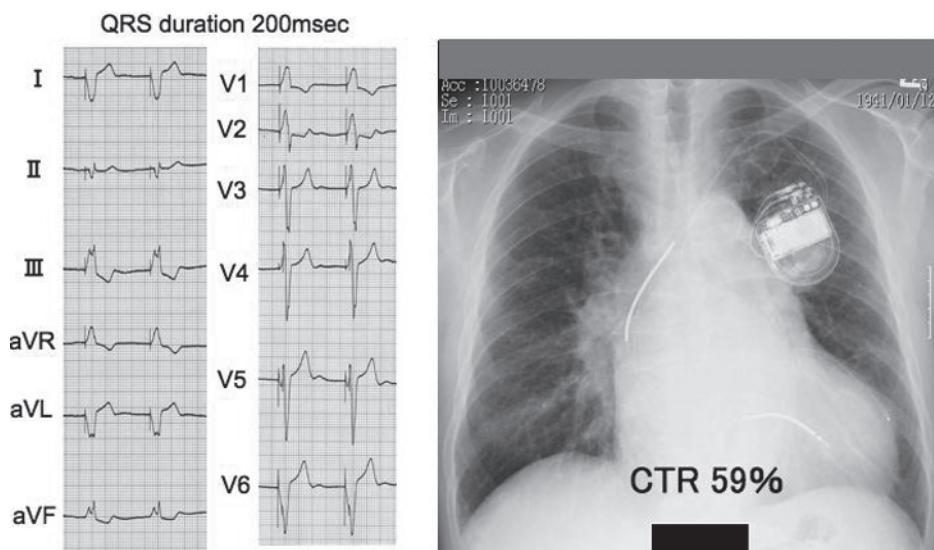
至適化後の十二誘導心電図(左), 胸部X線(右)
